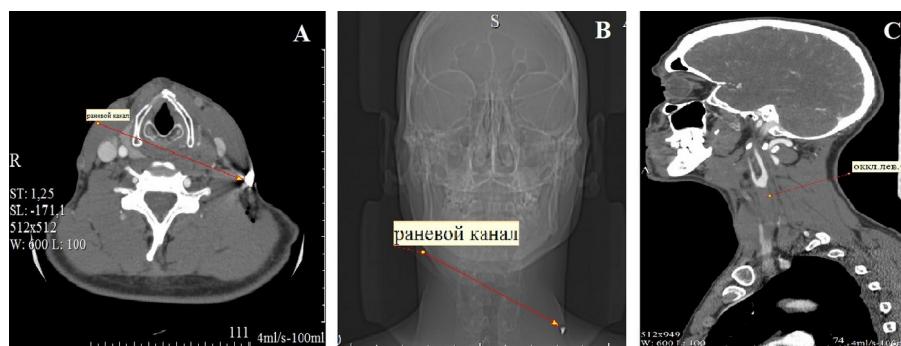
Компьютерная томография шеи: ход раневого канала во второй зоне справа налево латеральнее ствола левой общей сонной артерии с фрагментом ранящего снаряда в конце раневого канала (A, B); в ангиографическом режиме видны тромботические массы в стволе левой общей сонной артерии до бифуркации (C)
